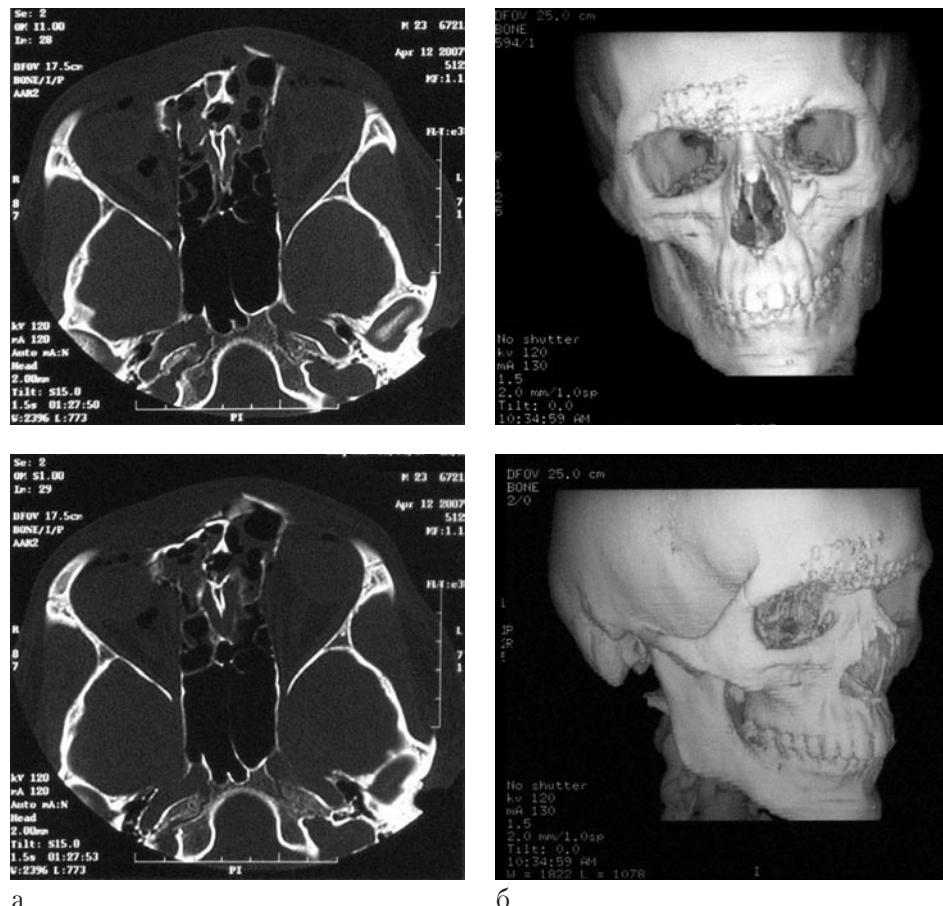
Перелом назоэтmoidального комплекса с отрывом кантальной связки, сдавлением правого глазного яблока. КТ в аксиальной плоскости до операции (а), 3D-КТ после операции (б).
